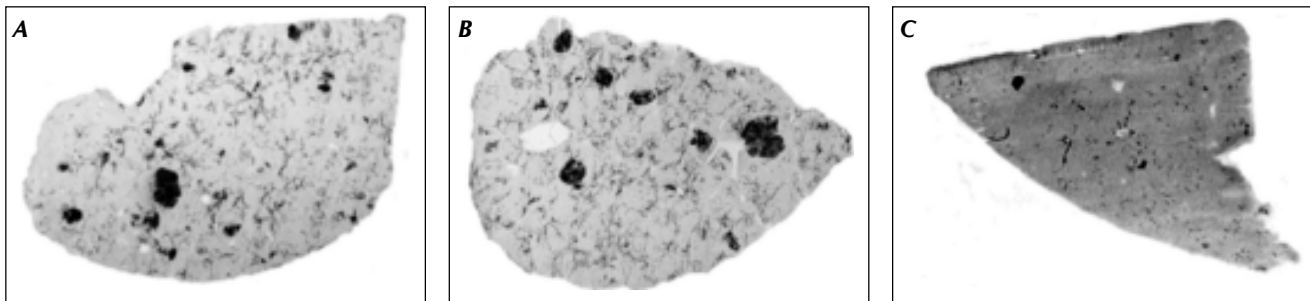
Efecto de CAPE en la aparición de lesiones preneoplásicas. A. Tejido con tratamiento carcinogénico (TC). B. Tejido con tratamiento carcinogénico más aceite (TC + aceite). C. Tejido con tratamiento carcinogénico más CAPE (TC + CAPE).
